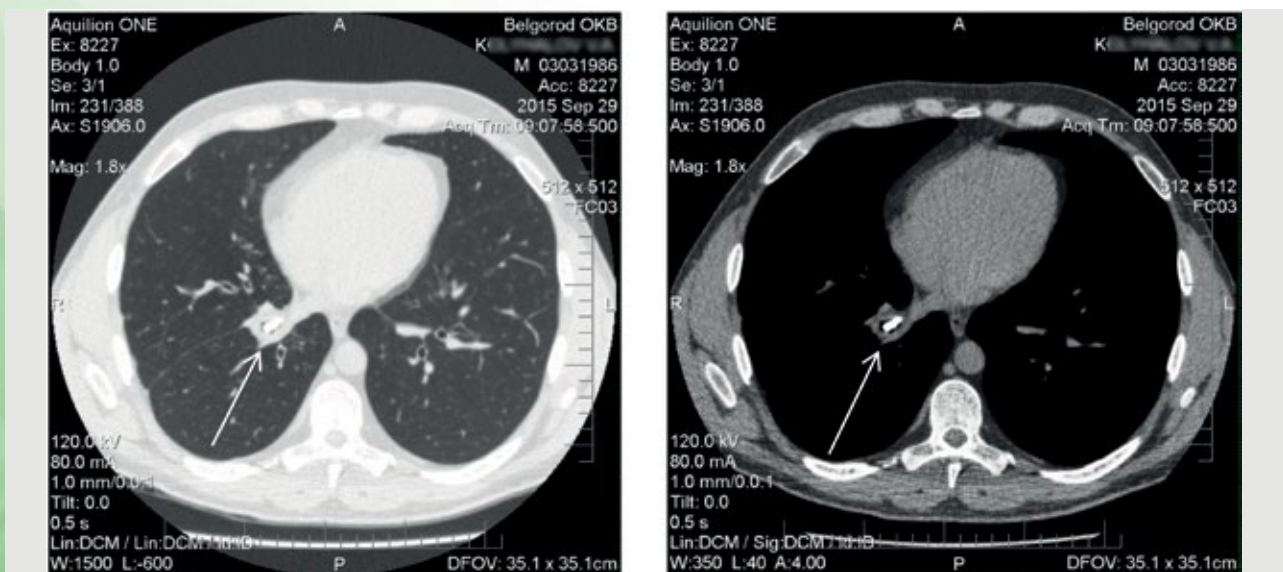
Компьютерная томограмма больного К., 29 лет. Иностранное тело повышенной («костной») плотности размерами 12×12×6 мм в области устьев B8, B9, B10 (а – в режиме «Lung»); (б – в режиме «Chest»)
